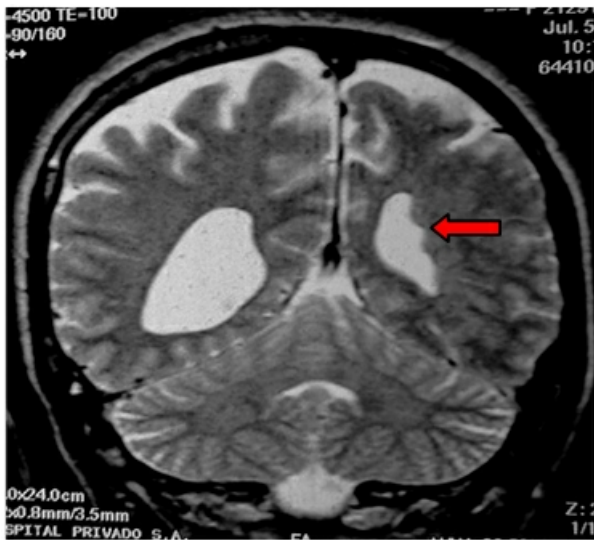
IRM de cerebro T2. Imágenes seudonodulares que tapizan pared lateral del ventrículo lateral izquierdo.
